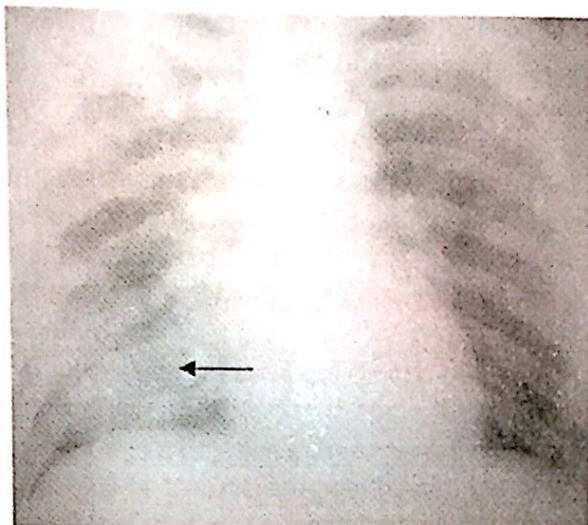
Radiografia com contusão pulmonar.
